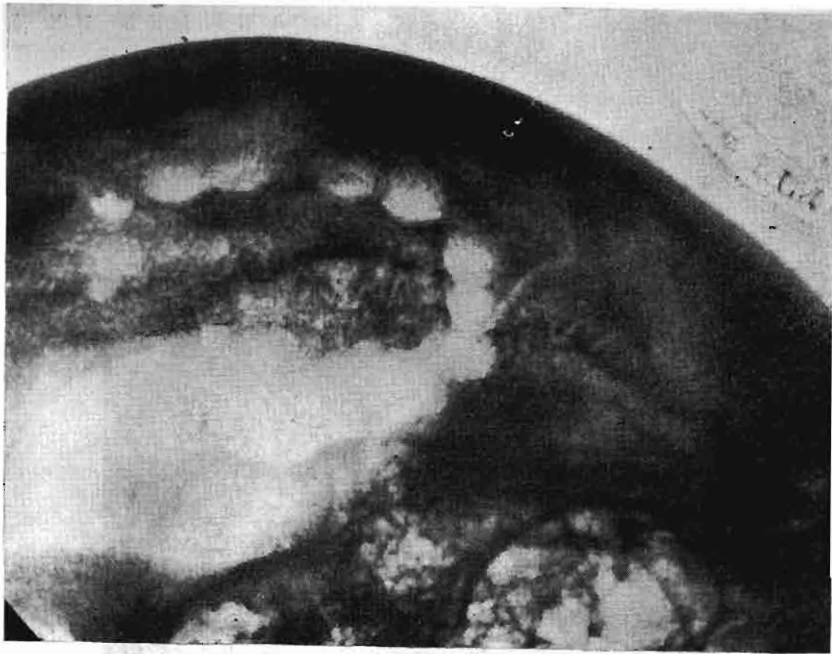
RADIOGRAFIA OBLICUA DERECHA DEL CRANEO N° 14. Obsérvese la imagen en "rosario" y los signos de regeneración.
